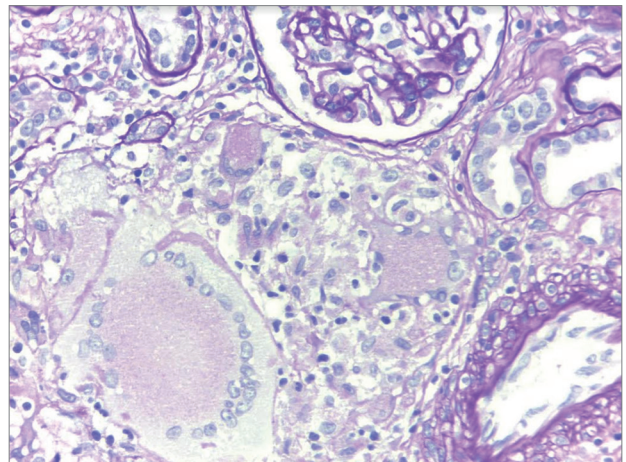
Tomografia do tórax: infiltrado difuso em padrão vidro fosco, principalmente nas bases pulmonares, e espessura septal aumentada.Figura 2. Fragmento de biópsia renal (coloração por HE), exibindo alargamento intersticial por infiltrado inflamatório (HE - 40x).
